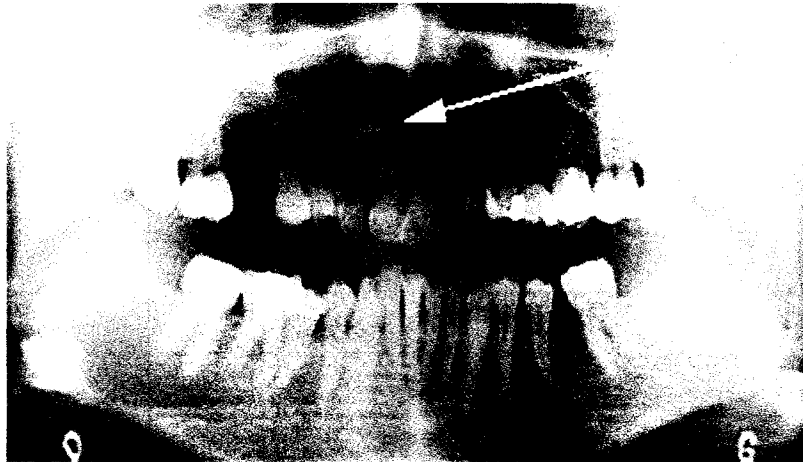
radiographie panoramique d'une canine incluse
